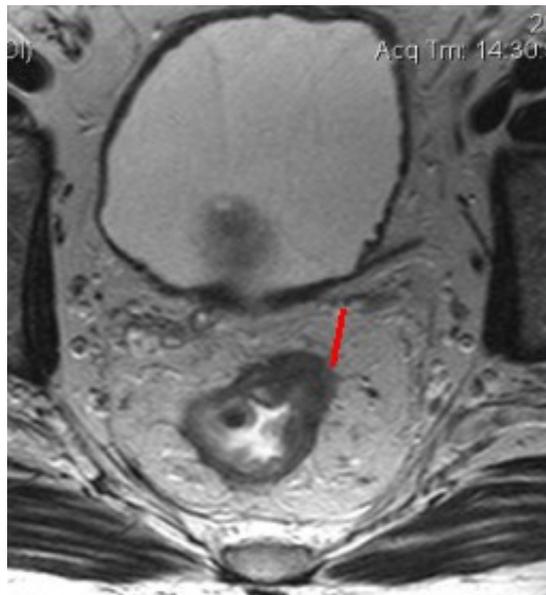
MRI di carcinoma del retto inferiore e CRM (linea rossa)
